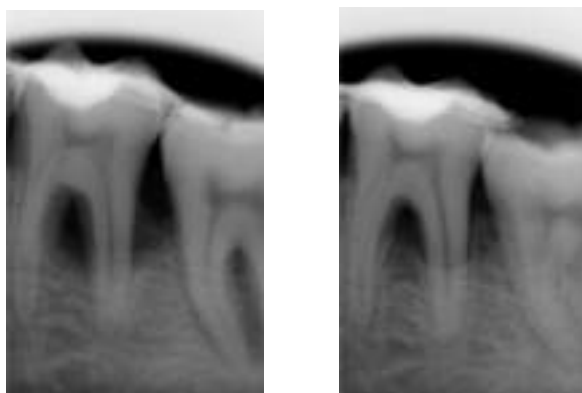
Фото рентгенограм зуба 3.6 до клаптевої операції та через 6
